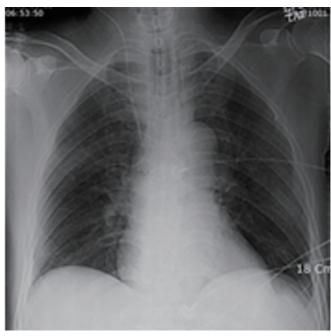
자발순환이 회복된 이후 시행된 흉부방사선 검사
